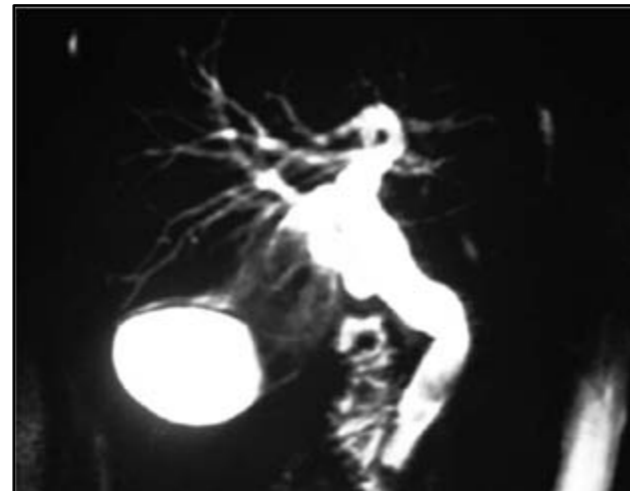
Colangioresonancia: Litiasis coledociana. Fuente: Hospital San Francisco.
